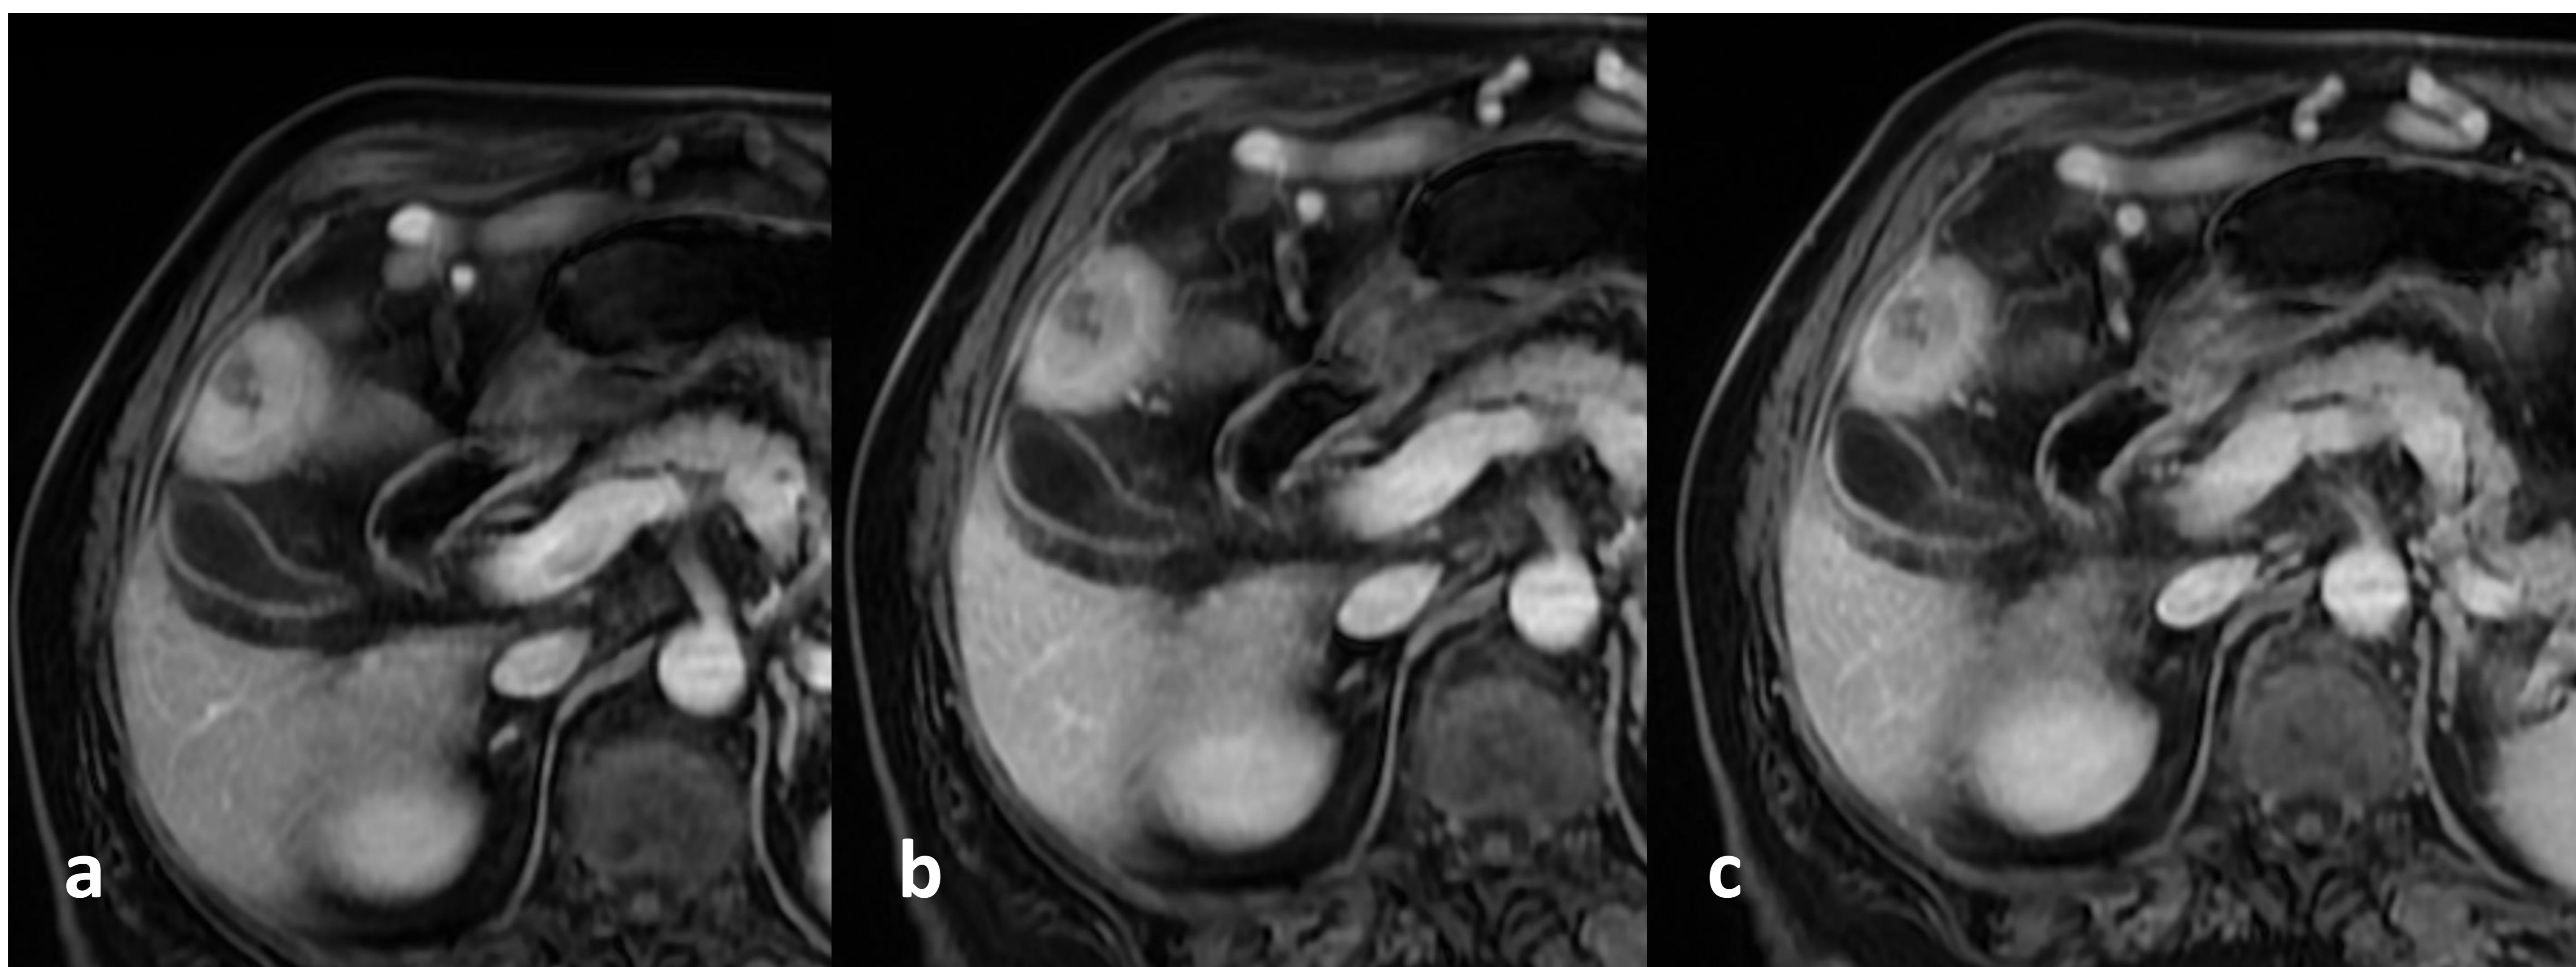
Imágenes axiales de RM hepática con contraste donde se observa una lesión heterogénea en segmento IVb que presenta captación de contraste en fase arterial (a) y lavado en fase portal (b) y tardía (c) compatible con hepatocarcinoma (LI-RADS 5).
